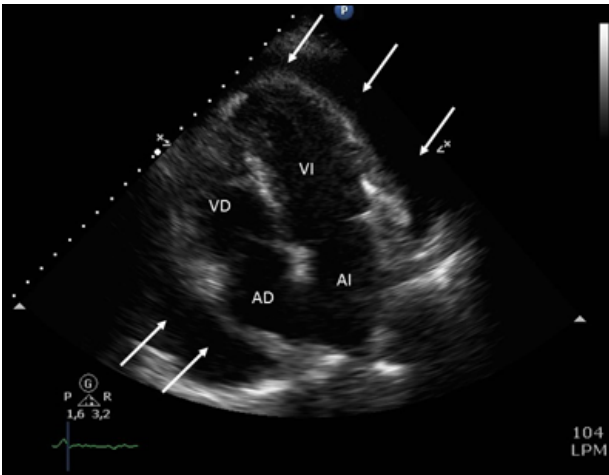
Ecocardiograma bidimensional que muestra derrame pericárdico severo (flechas).
